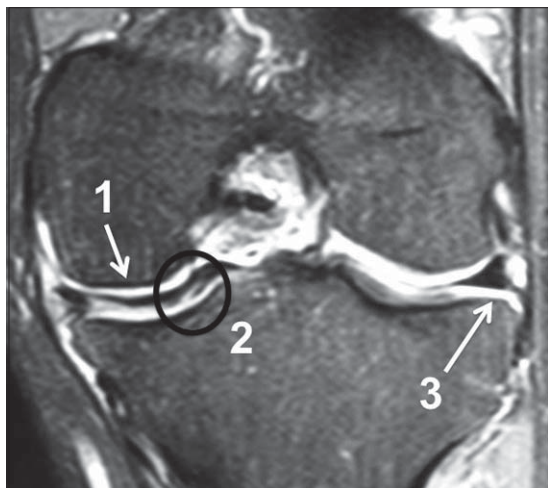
Caso 1: Imagen de RM coronal de rodilla izquierda. Se observa menisco discoideo medial (1) con lesión en hoja de libro (2) y menisco lateral sano (3). Destaca corte de sección rectangular característico en el menisco discoideo medial.
